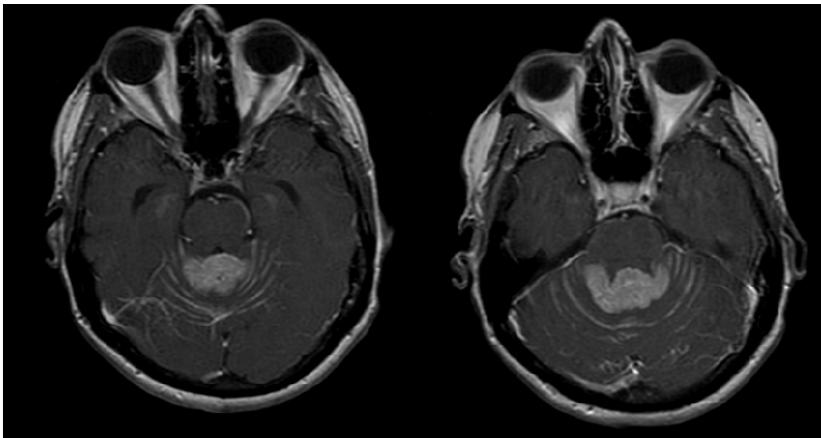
Resonancia nuclear magnética de cerebro simple corte axial donde se evidencia la lesión metastásica en el aspecto superior del vermis cerebeloso, con diseminación leptomenígea alrededor de la lesión
